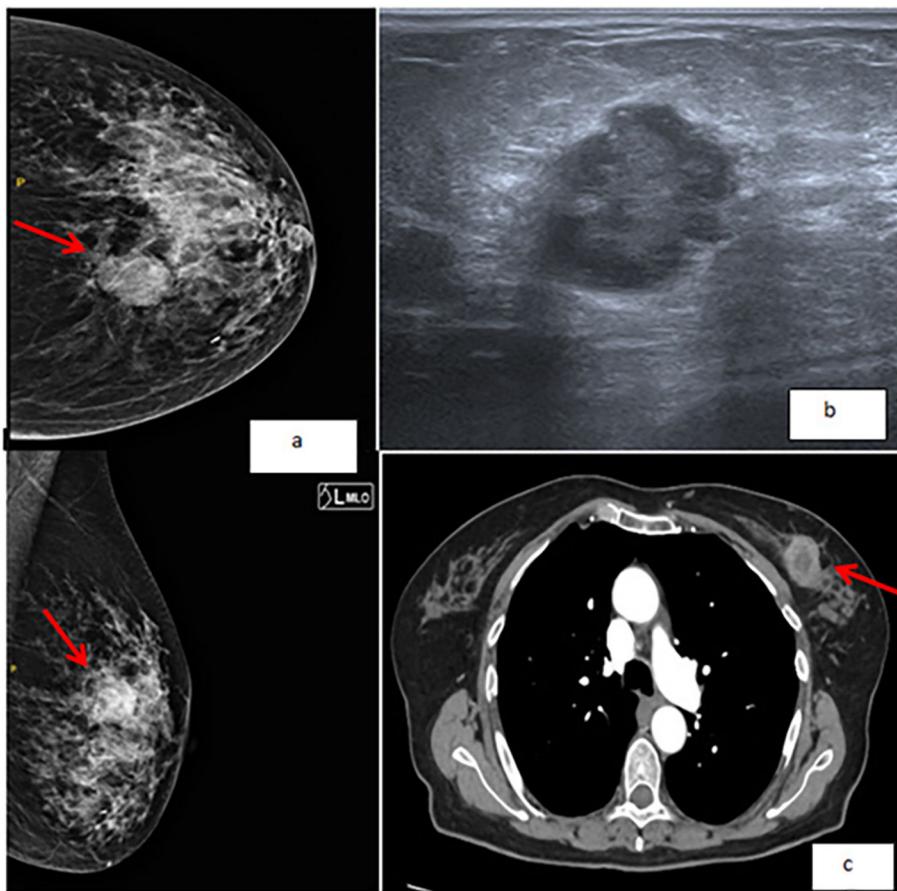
a) Mamografía. b) Ecografía. c) TAC. CSI de la mama izquierda un nódulo sólido de 2 x 2 cm, hipoecogénico, lobulado (señalado mediante flecha). Fotos originales de las pruebas complementarias de la paciente.
